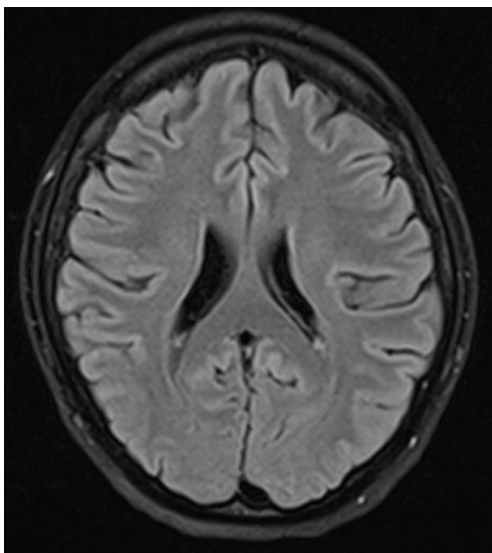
МРТ головного мозга пациентки Г. от 17.10.2019 г.
